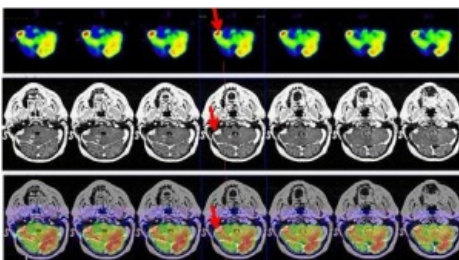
PET-RMN con infiltración tumoral a nivel del vermis cerebeloso (flechas) exhibiendo SUV máx=8,2.
